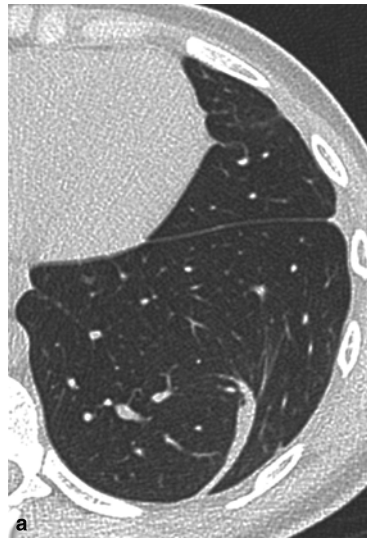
Opacité en bande curviligne. Coupe TDM axiale transverse (a) et reconstruction coronale (b), centrées sur la base pulmonaire gauche. Opacité linéaire épaisse en forme de bande curviligne correspondant à un trouble de ventilation passif lié à une adhérence pleurale dans le cadre d'une fibrose pleurale.
